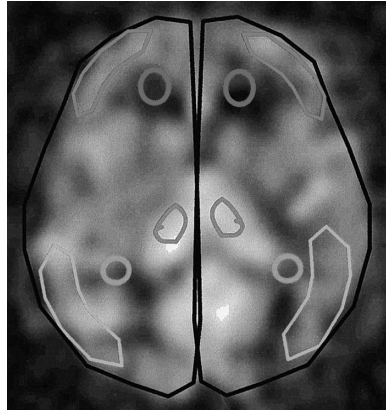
Locations of the regions of interest (ROIs) on the ASL image used for the correlation study. The mean and SD were measured for almost the same ROIs in the ASL and Xe-CT images.
